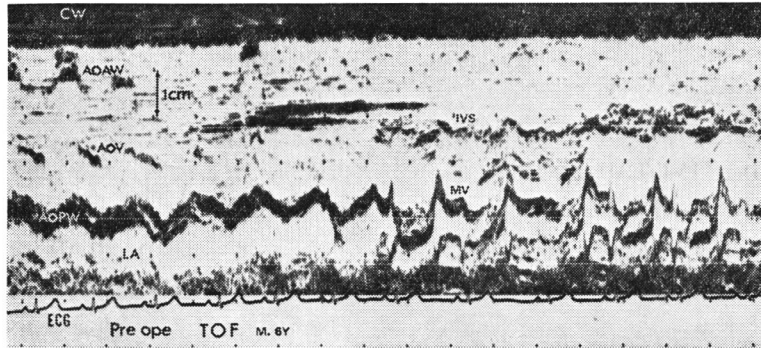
B 大動脈基部より僧帽弁に向つての M mode scan を、手術前 (IV-A), 手術後 (IV-B) に行なつた心エコー図を示す。
